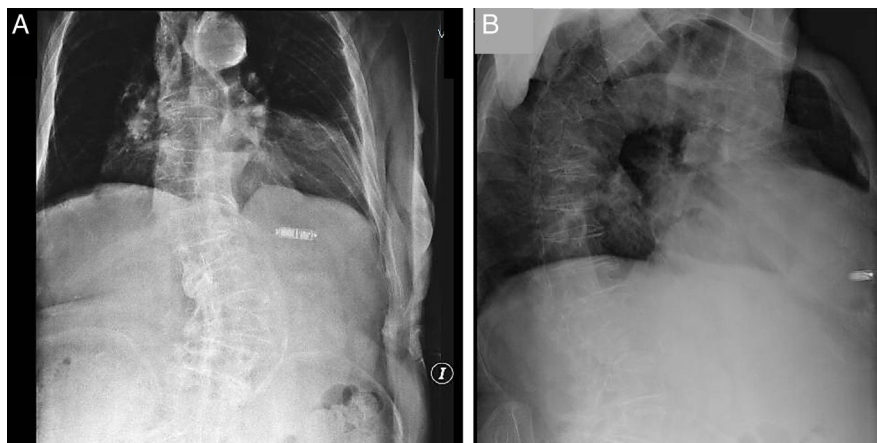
Radiografía posteroanterior (A) y lateral (B) de tórax con la disposición final del dispositivo.
